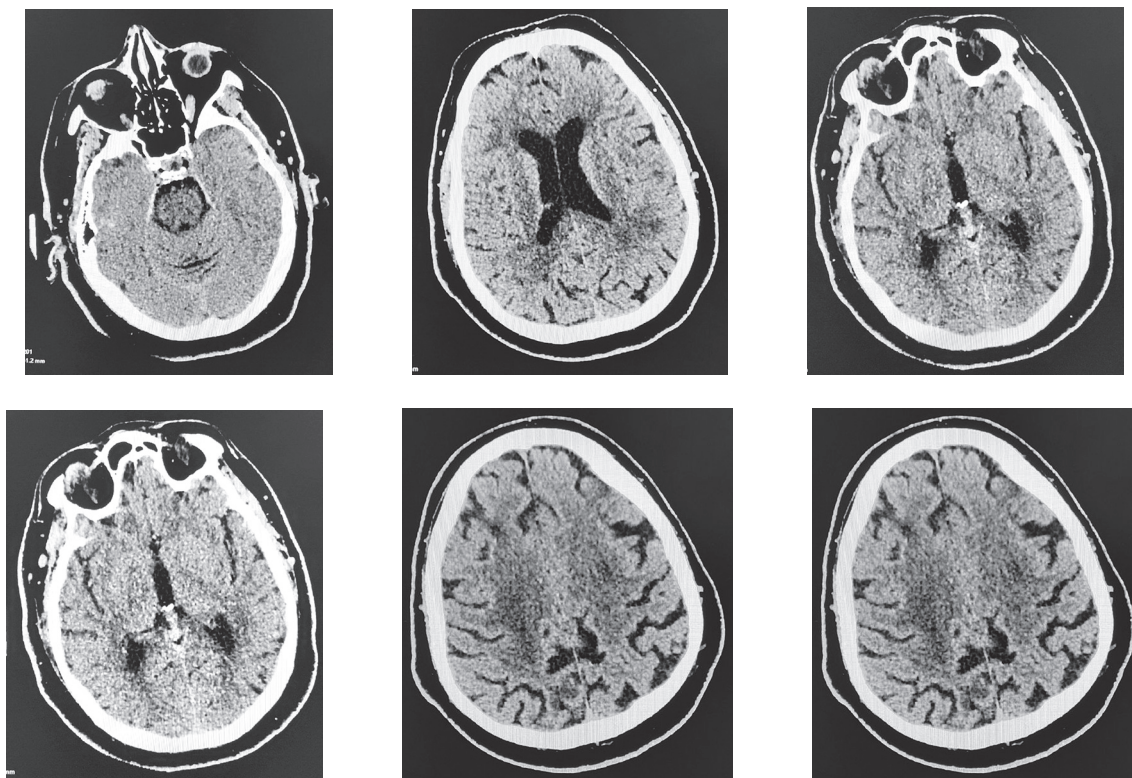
МСКТ головного мозга от 26.12.2023: МСКТ-признаков ОНМК в момент исследования не выявлено
